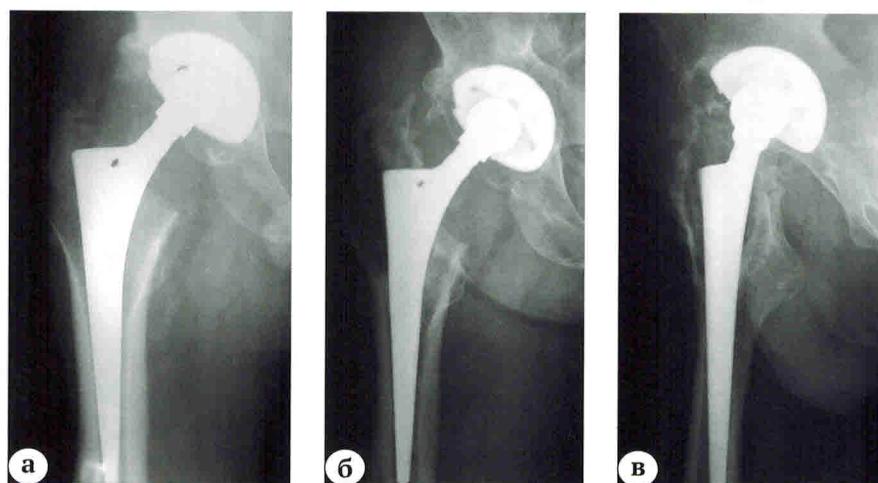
(а, б, в). Рентгенограммы и интраоперационные фотографии пациента 69 лет:
